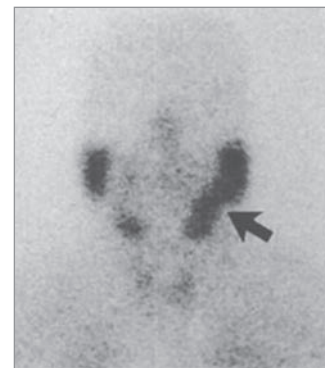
Радиоизотопная сцинтиграфия. Хемодектома шеи справа
